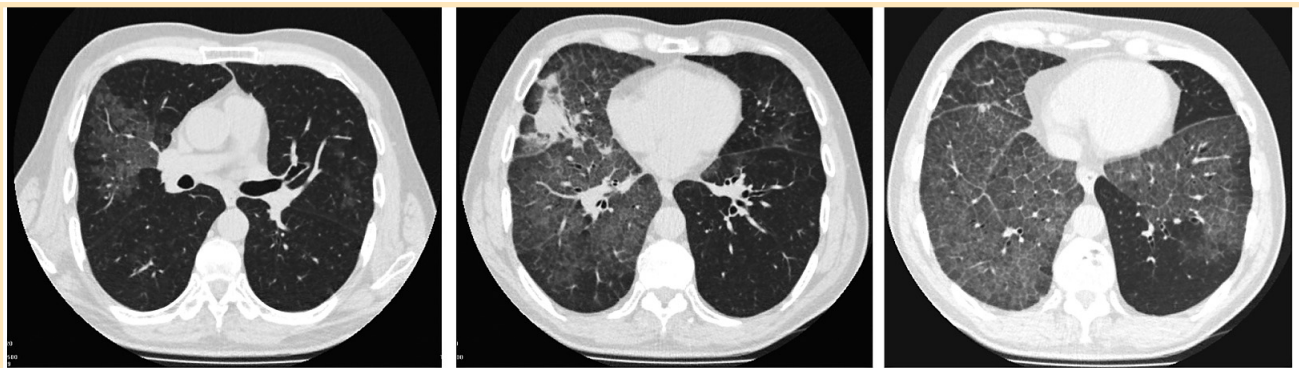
Компьютерная томография легких: в средних и нижних отделах легких участки затемнений по типу "матового стекла" с уплотнением меж- и внутримальковых перегородок, участок консолидации в средней доле правого легкого
